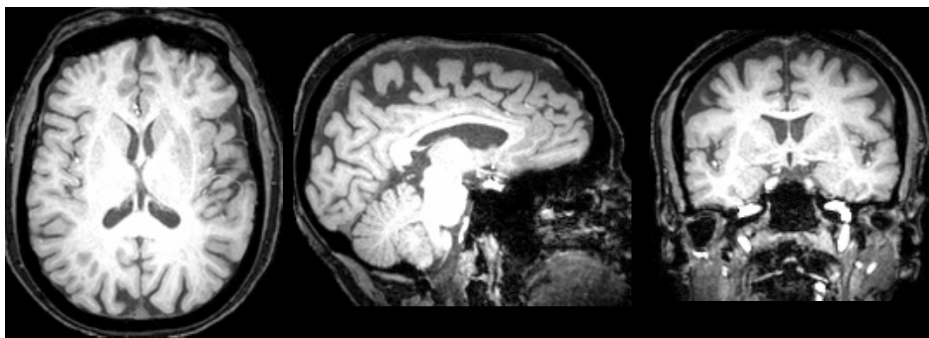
Exemple de RMN potenciada en T1 d'un dels pacients d'aquest estudi
